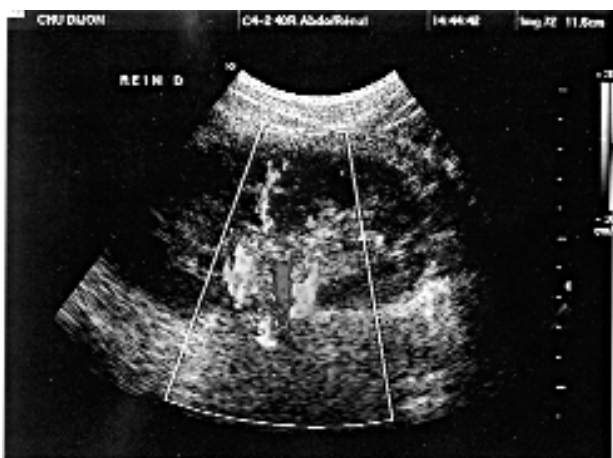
Echo-doppler couleur. Mise en évidence d'un pédicule polaire inférieur.
